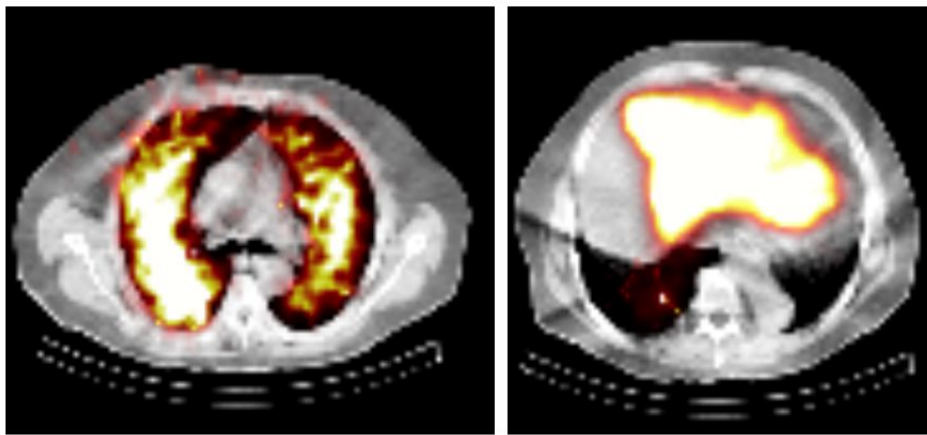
Visualisation de coupes transversales des images CT du patient au niveau des poumons (gauche) et du foie (droite), fusionnées avec les valeurs d'activités cumulées.
